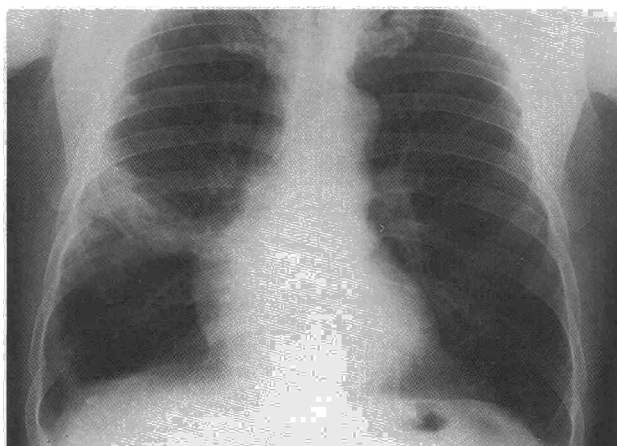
Radiografía de tórax en proyección posteroanterior, practicada cinco años después. Obsérvese que la lesión no ha aumentado de tamaño y que existe incluso cierto grado de regresión.
